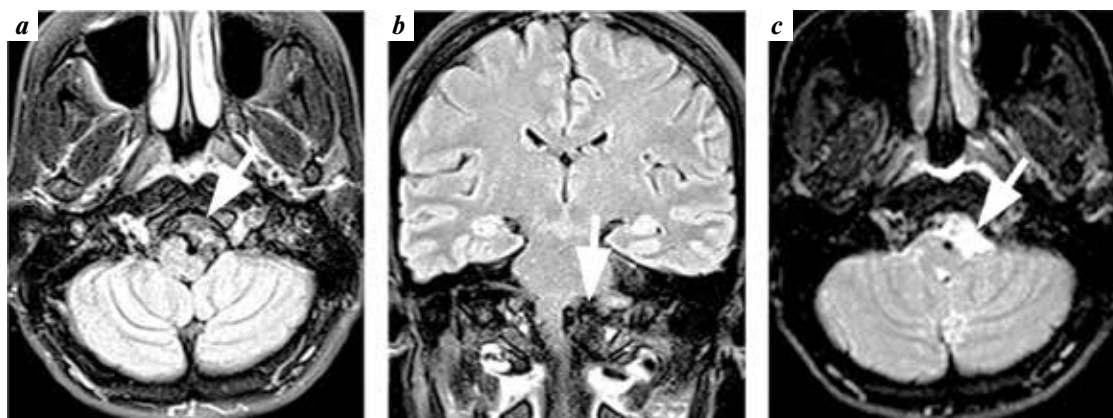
Further evaluation demonstrated an isointense lesion in T2 FLAIR images (a, b) with restriction of diffusion in diffusion weighted imaging (c)
